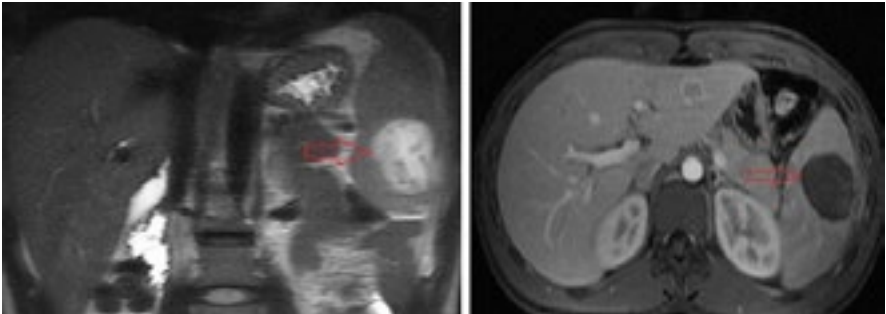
КТ органів черевної порожнини. Абсцес селезінки
